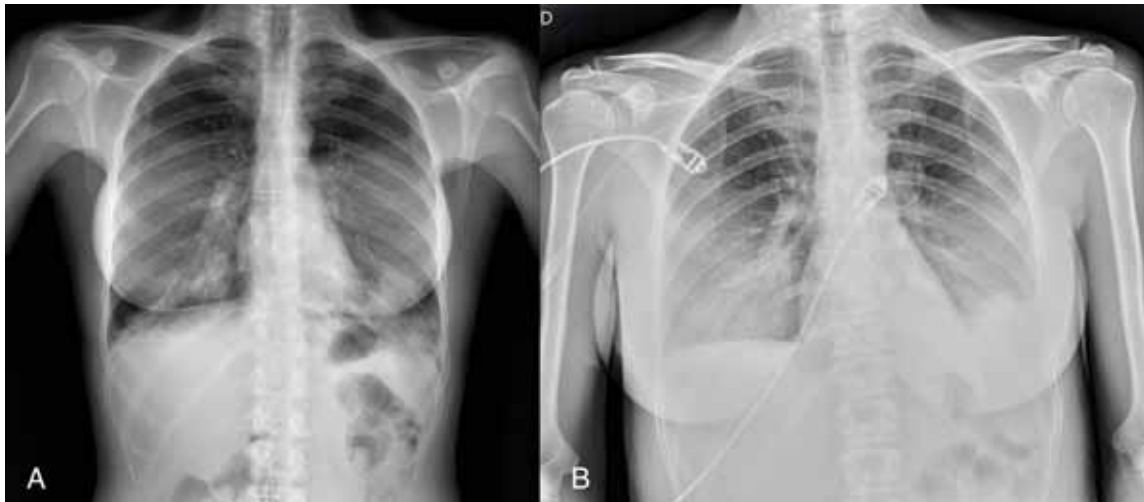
Imagen A: Radiografía de tórax AP realizada al ingreso.
